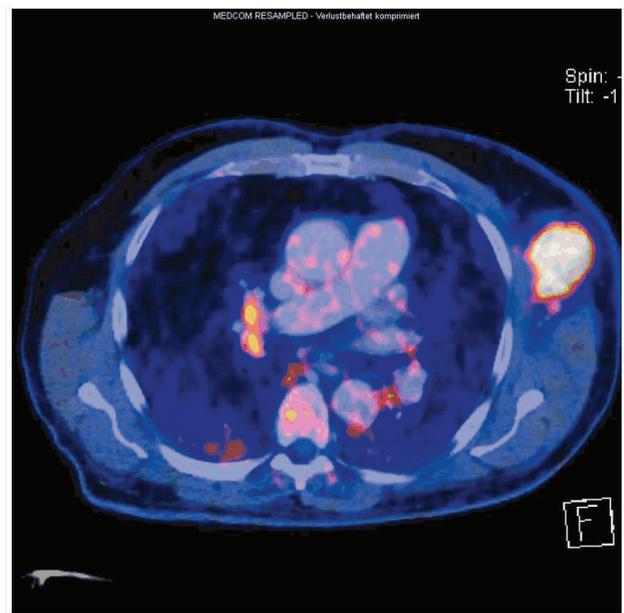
18F-FDG-affine Raumforderung links axillär sowie vermehrte Traceraufnahme in zwei Lungenhilus-Lymphknoten rechts.
